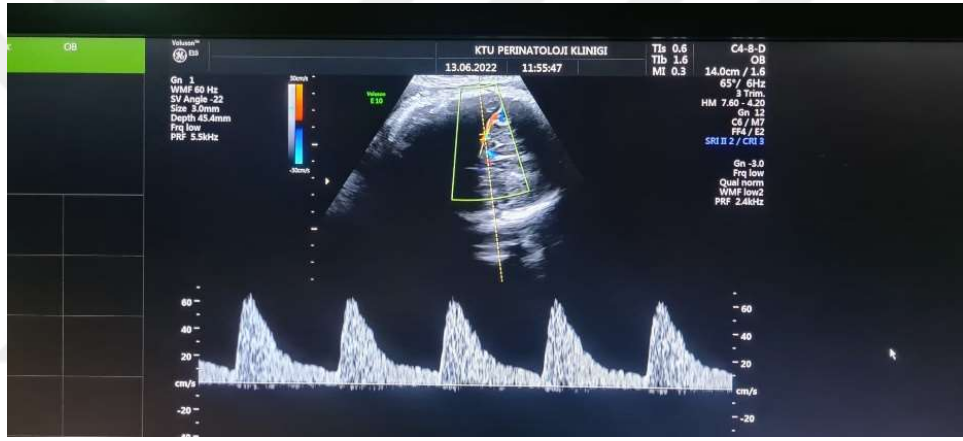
Umbilikal Arter Doppler Ölçümü
